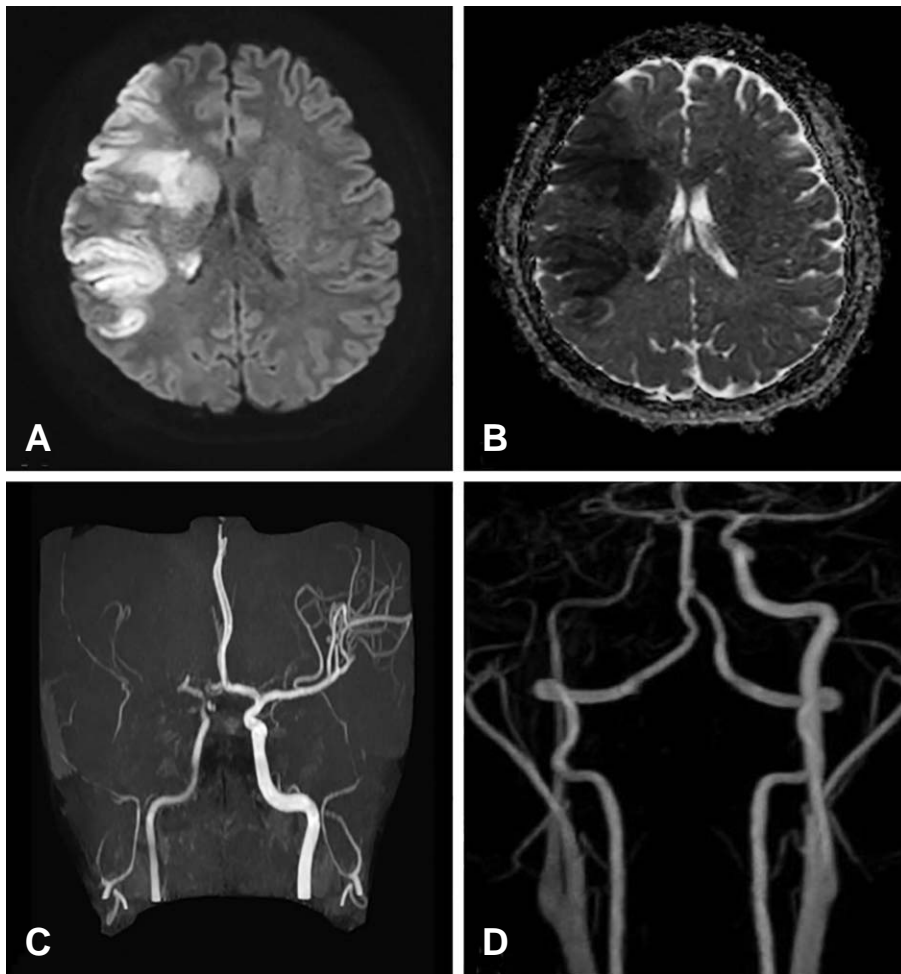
Initial brain magnetic resonance images and MR angiography. Diffusion weighted image (DWI) and apparent diffusion coefficient (ADC) image revealed right middle cerebral artery territory infarction (A, B). MR angiography showed right proximal middle cerebral artery occlusion (C) and diffuse luminal narrowing of right internal carotid artery (D).
